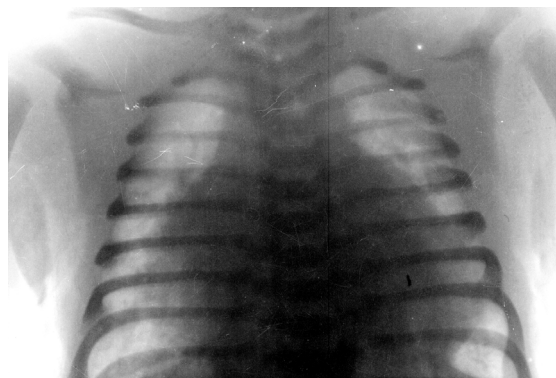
Рентгенограма органів грудної клітки дитини з дилатаційною кардіоміопатією.
